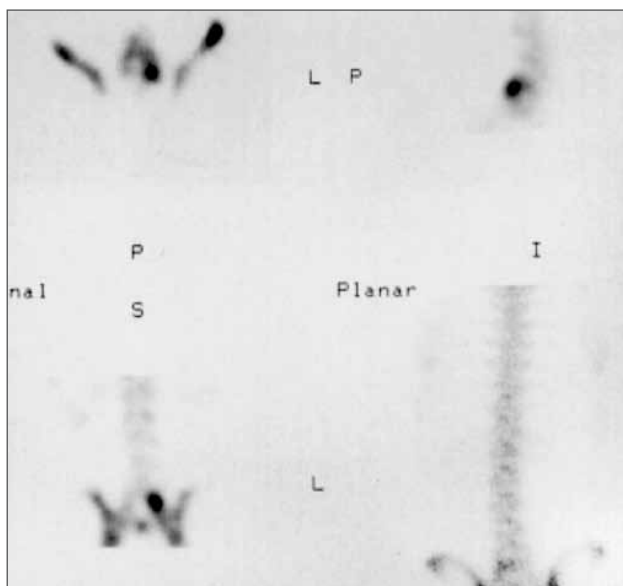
Captación elevada del radiofármaco en el arco posterior (pars interarticular) L5 en un adolescente con dolor lumbar en la extensión y radiografía que resultó sospechosa de lisis.
